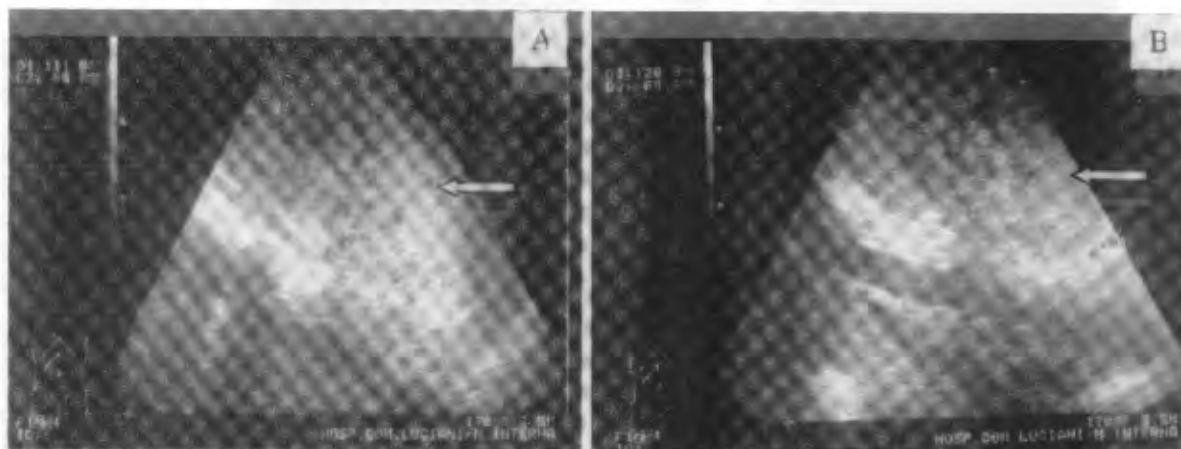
Ecosonograma renal, donde se aprecia aumento de la ecogenicidad del parénquima renal de forma bilateral. A: riñón derecho, B: riñón izquierdo.
